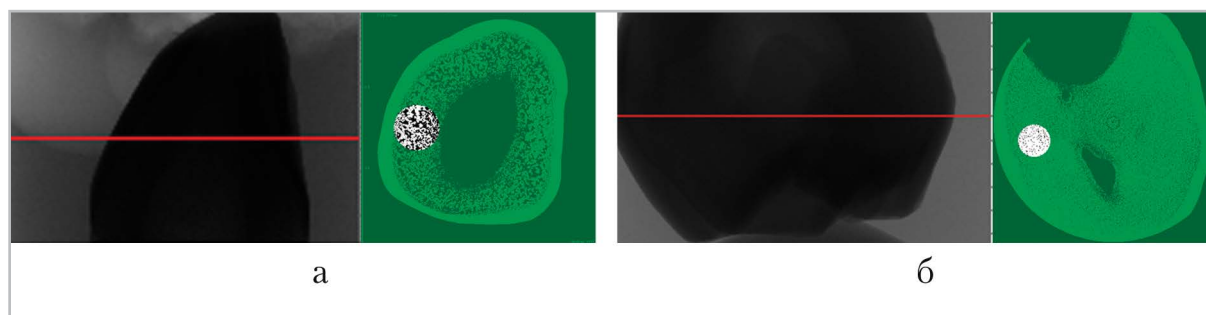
Сегментация и выделение области интереса на срезе в программе CT Analyzer: *а* — образец 4; *б* — образец 5. Для анализа морфометрических параметров на поперечных срезах образцов выделены равные по площади зоны интереса в слое дентина
